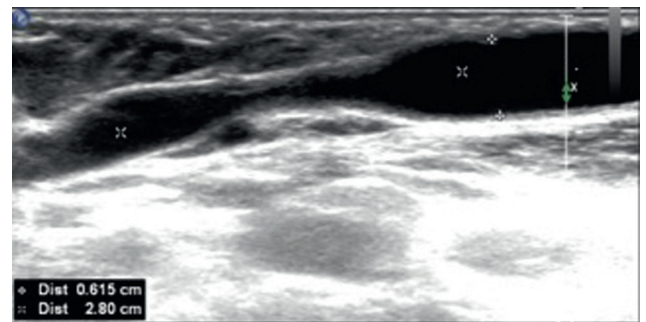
Mesure de la longueur de la sténose et du diamètre de la veine en amont de la sténose. Échographie mode B, coupe longitudinale.
